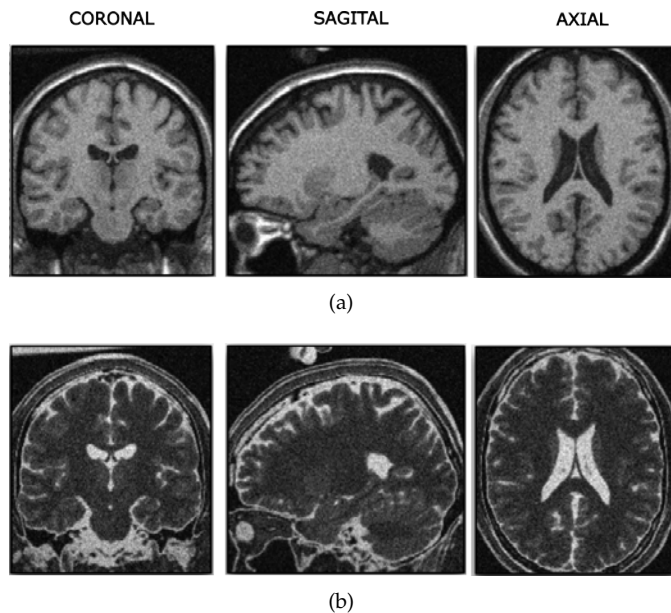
MRI estructurales: (a) T1W y (b) T2W, en vistas coronal, sagital y axial. La figura (a) muestra las características de un T1W, el cual destaca por mostrar en tonos de grises bajos la WM, mas altos la GM y más altos el CSF, y la figura (b) muestra las de MRI-T2W, que es lo contrario. Fuente: [Modat et al., 2014](Modificado)
